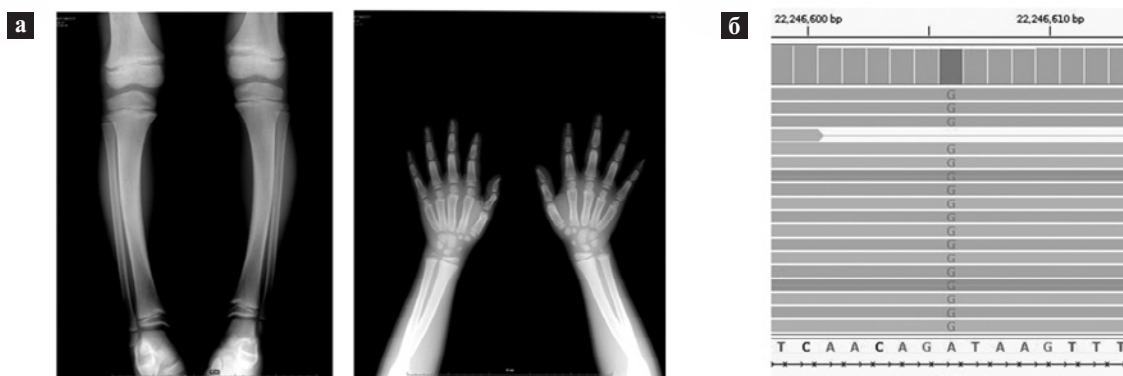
а — Рентгенологический снимок костей голени и кистей пробанда. б — Однуклеотидная замена, представленная в программе для визуализации геномных данных — IGV
